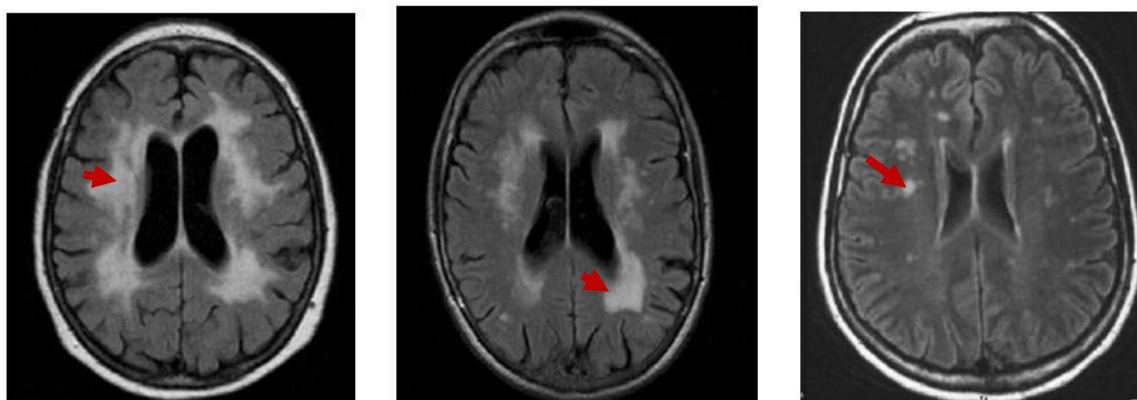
Imágenes de resonancia magnética donde se observan cambios en la sustancia blanca periventricular e infartos lacunares.
